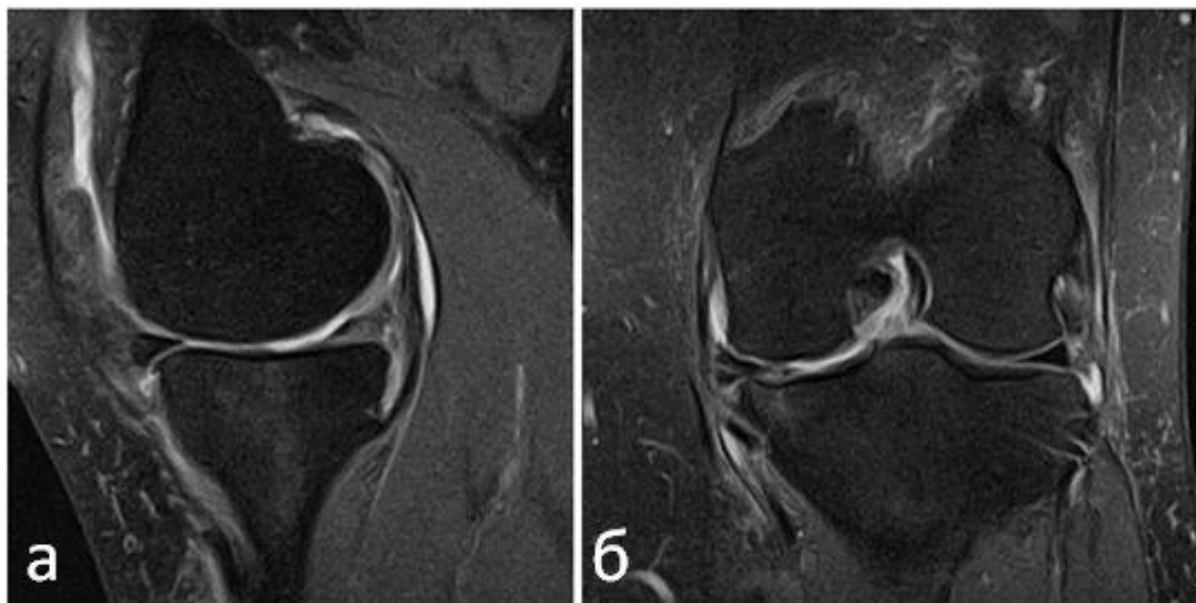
МРТ в сагиттальной (а) и корональной (б) плоскостях (режим PD-FS-ВИ). Консолидированный субхондральный стресс-перелом от недостаточности костной ткани медиального мыщелка бедренной кости
